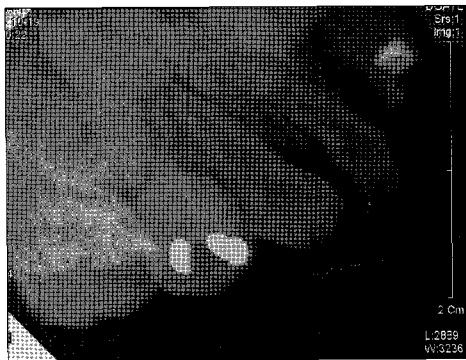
Initial periapical views.
